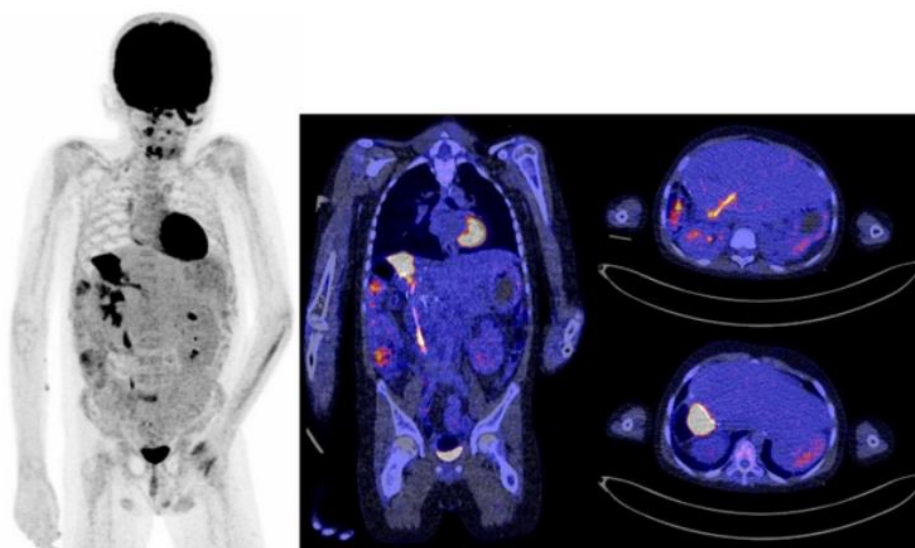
Estudio con ¹⁸F-FDG PET/TC en paciente pediátrico (13 años). En colores brillantes se aprecian lesiones hipermetabólicas en hipocondrio derecho, correspondiente a colecciones infecciosas en vesícula biliar y cúpula diafragmática derecha. Imagen tomada de Van Rijsewijk et al [12]
